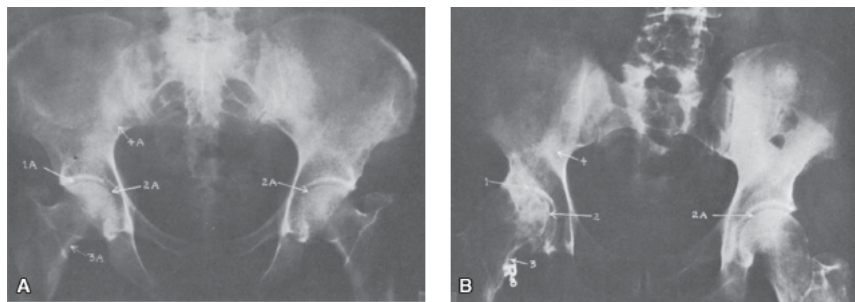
Osteoartrose coxofemoral direita. A. Radiografia normal. B. Observar: 1. fenda articular quase totalmente desaparecida na região superior e externa da articulação; 2. osteófito na cabeça do fêmur; deposição óssea na borda interna do colo do fêmur; 3. osteoporose. Notam-se, também, alterações degenerativas da coluna lombar.
